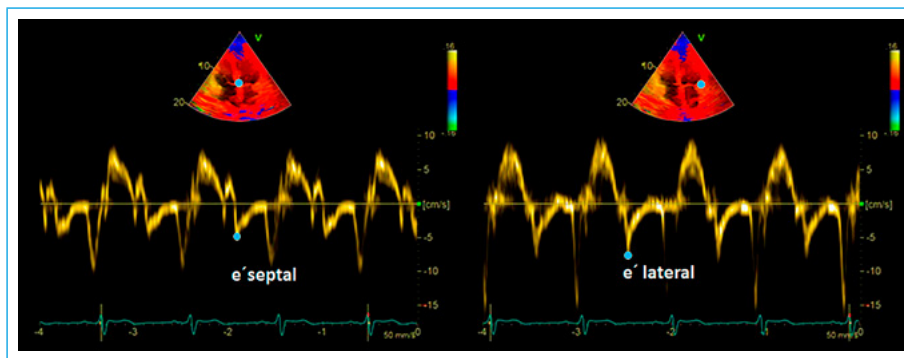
Registro de las velocidades e' septal (izquierda) y e' lateral (derecha) por Doppler tisular
